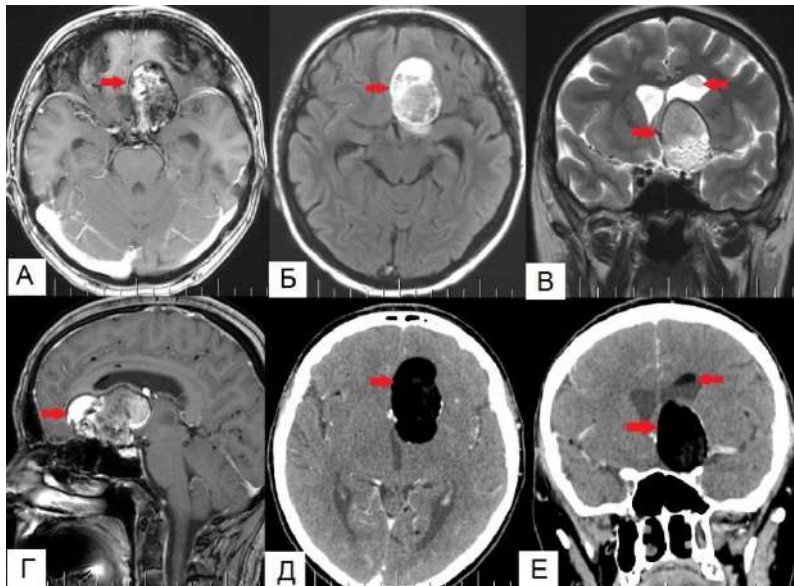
Клинический пример №6. Пациентка 35 лет. МРТ головного мозга до операции – выявлена больших размеров холестеатома хиазмально-селлярной области и небольших размеров холестеатома в левом боковом желудочке. Красная стрелка указывает на новообразование.
